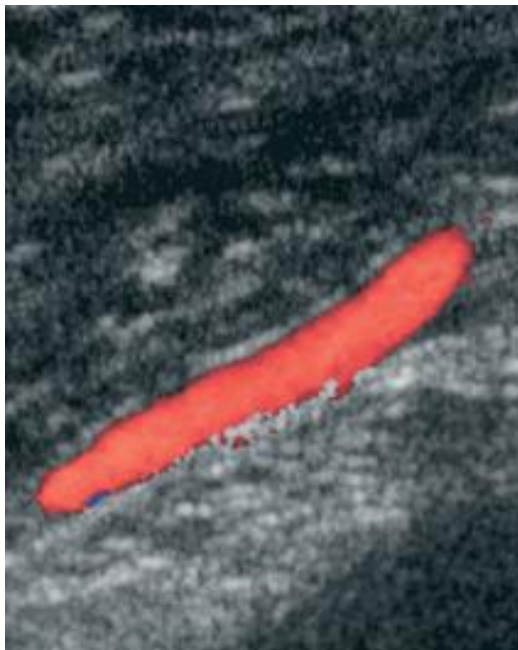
ECO- Doppler de arteria perforante a nivel epigástrico inferior
